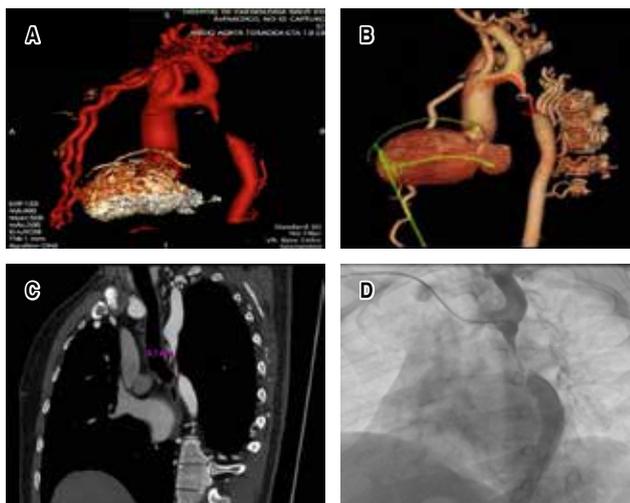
A y B) Angiotomografía de aorta con reconstrucción tridimensional que demuestra interrupción del arco aórtico posterior al origen de la arteria subclavia izquierda. C) Angiografía de aorta en corte sagital que muestra sitio correspondiente de interrupción aórtica de hasta 18.2 mm de longitud, con paso de medio de contraste por múltiples colaterales. D) Aortografía dual que muestra ausencia de paso de medio de contraste entre ambos extremos.
